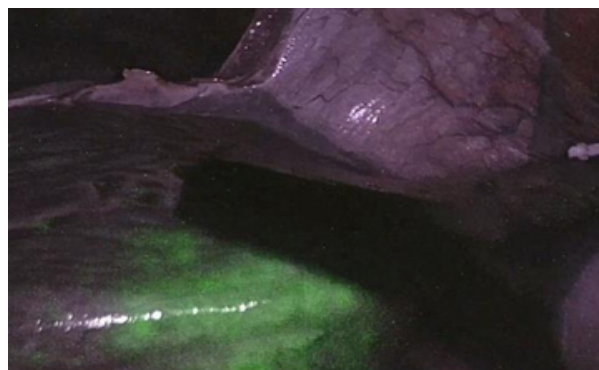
Visión Fluorescencia y Ecografía laparoscópica.
